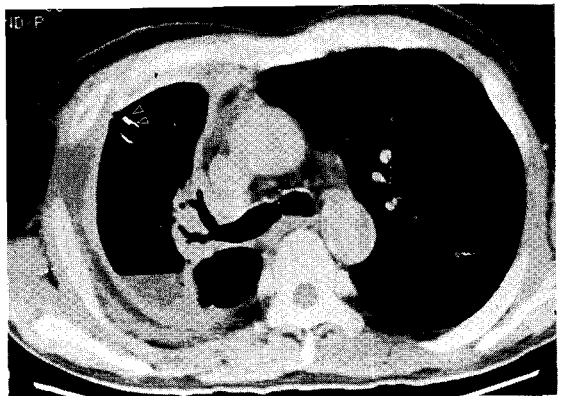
Chest CT showing huge, thin-walled cavity inserted by chest tube (arrow), nearly destroyed parenchyma in right upper lobe.
